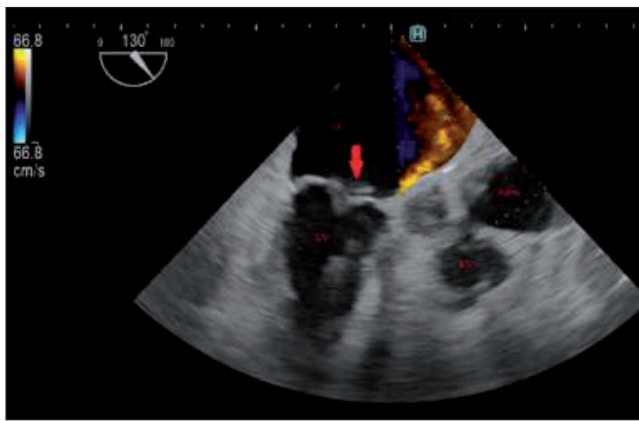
Transesophageal echocardiography 3-chamber view. The arrow shows a flail of the posterior leaflet of the mitral valve. Also, signs of severe mitral regurgitation can be seen.
